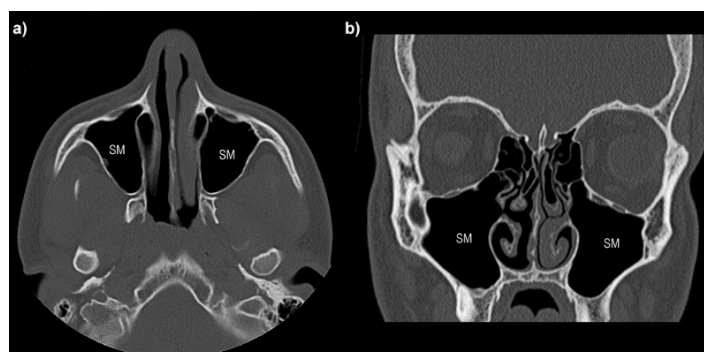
Corte de tomografia computadorizada de seios paranasais, ilustrando os seios maxilares (SMs) em plano (a) axial e (b) coronal.
